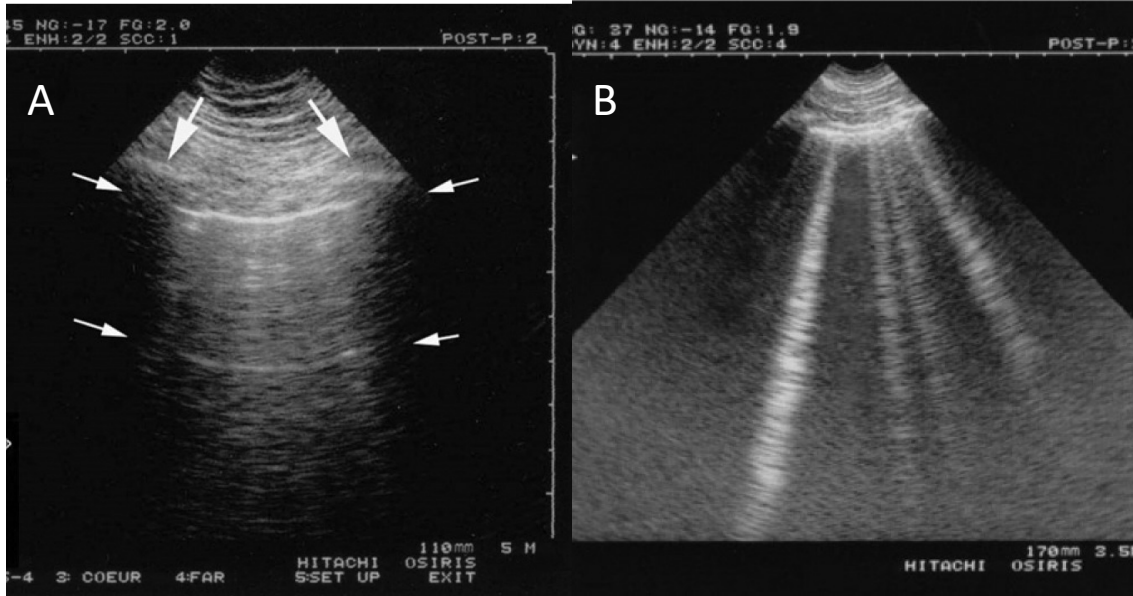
Imágenes obtenidas a través de ultrasonografía pulmonar. Panel A. Línea pleural y línea A. Las costillas (flechas verticales) y la línea pleural (flechas horizontales superiores) delimitan un espacio conocido como espacio de Merlín. La línea pleural corresponde a la pleural parietal y visceral. La repetición de línea pleural, conocida como línea A, es un artefacto de imagen que garantiza la presencia de gas por debajo de la línea pleural. Panel B. Colas de cometa o líneas B características del síndrome intersticial alveolar. Habitualmente estas líneas están separadas hasta 6 mm entre sí, lo que corresponde a la distancia del septo interlobular, y ocupan toda la longitud de la imagen. Tomado de Lichtenstein et al.⁹
